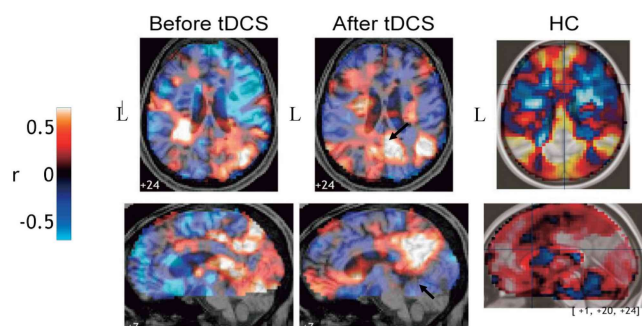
安静時機能的MRI(デフォルトモードネットワーク) 治療介入前後の安静時機能的MRIの結果と正常被験者(23歳女性)の結果の比較. tDCS介入後に右後部帯状回/楔状回-内側前頭前野の結合性が上昇し、かつ正常被験者のパターンに類似していることが観察される. 矢印は起点相関法の起点を示す. HC: healthy control, tDCS: transcranial direct current stimulation, L: left
